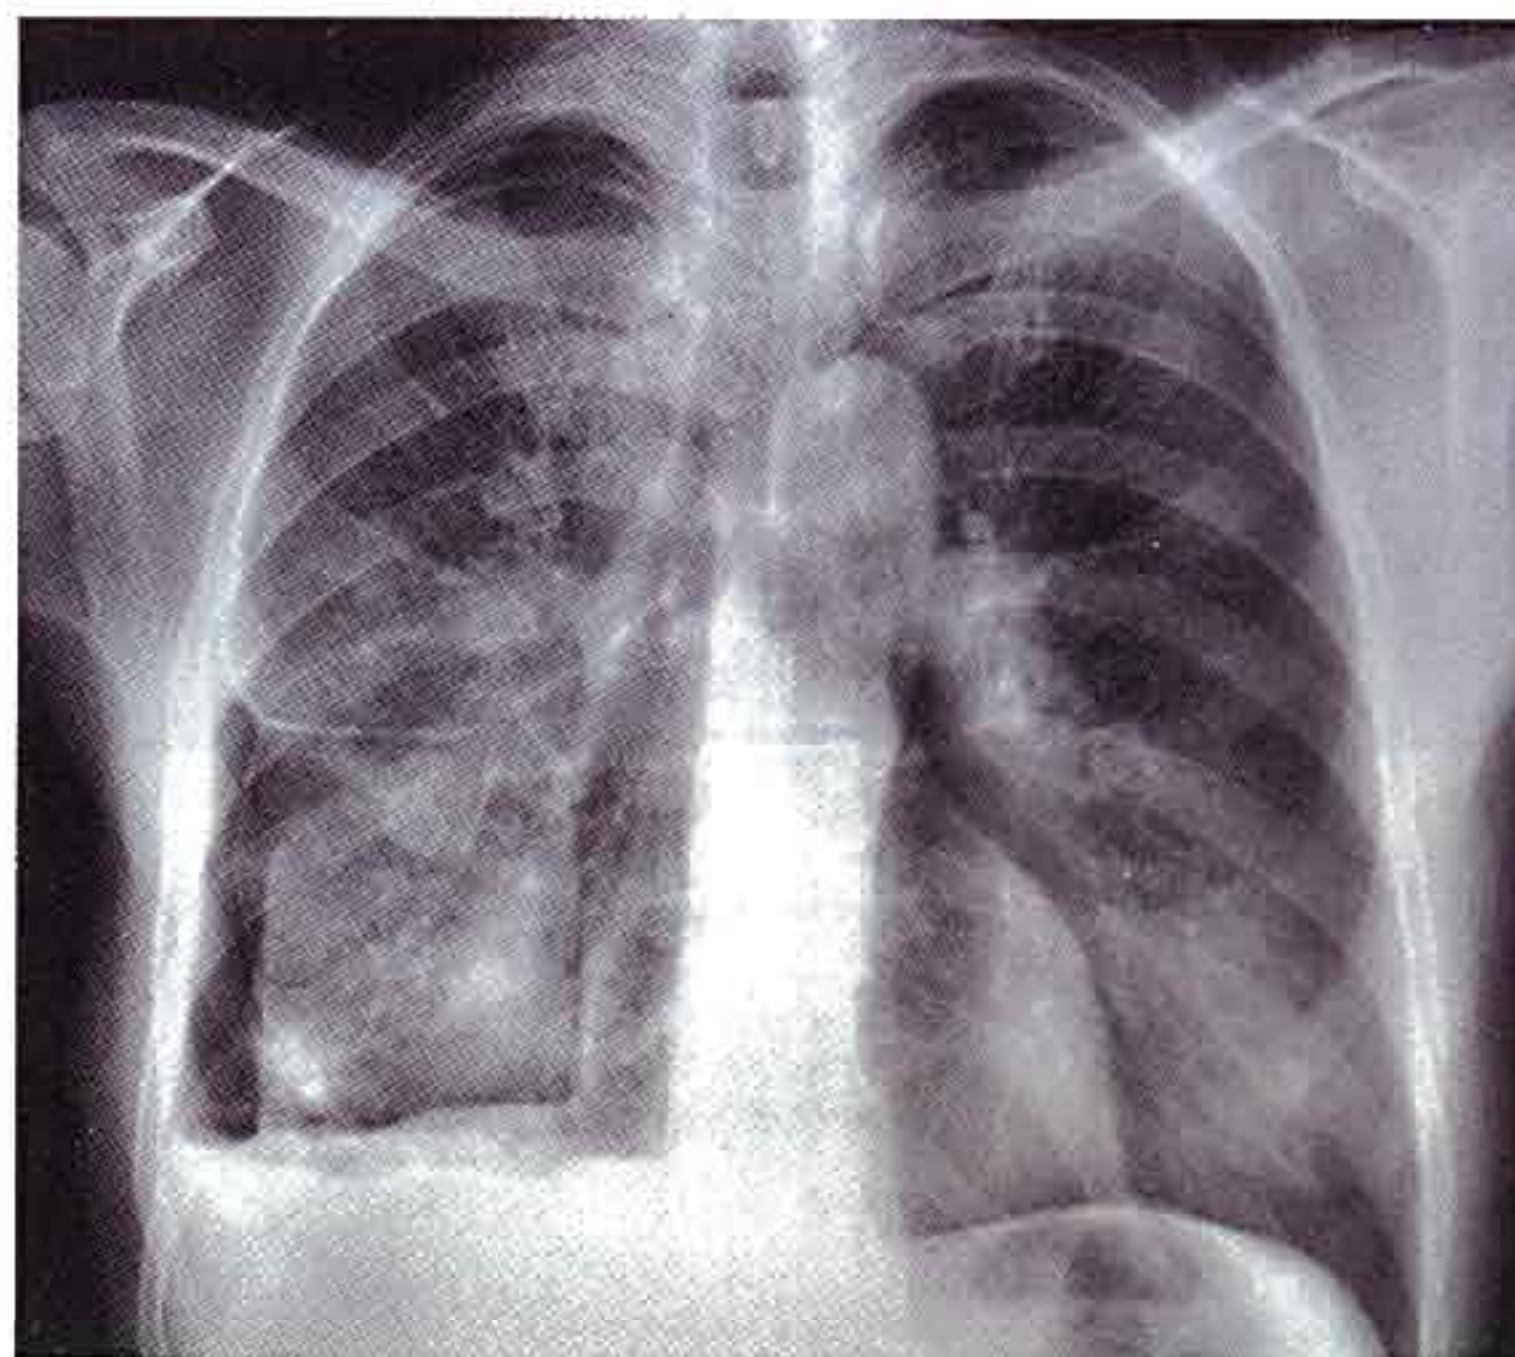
Radiografía de tórax mostrando un nivel de aire/líquido en la cavidad pleural.
